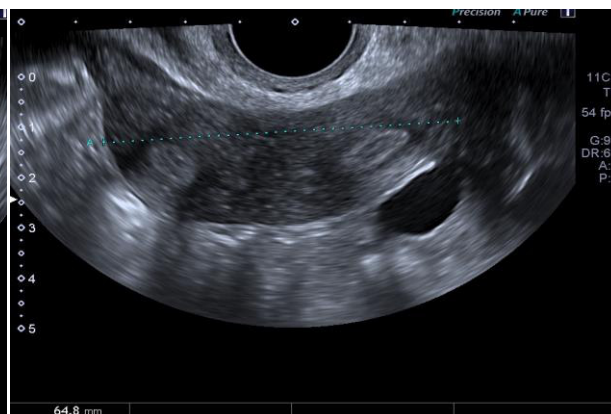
USG 2D, imaginea transversală, uter septat complet, clasa U2b
